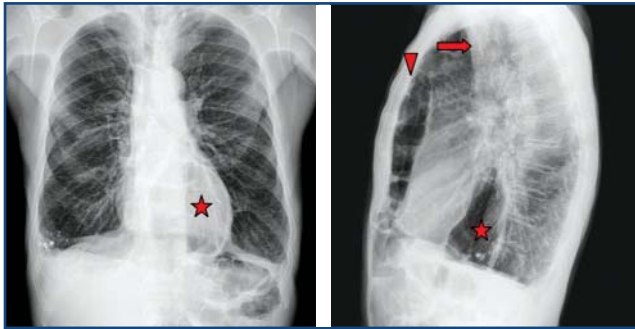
Radiografía de tórax PA y lateral.
